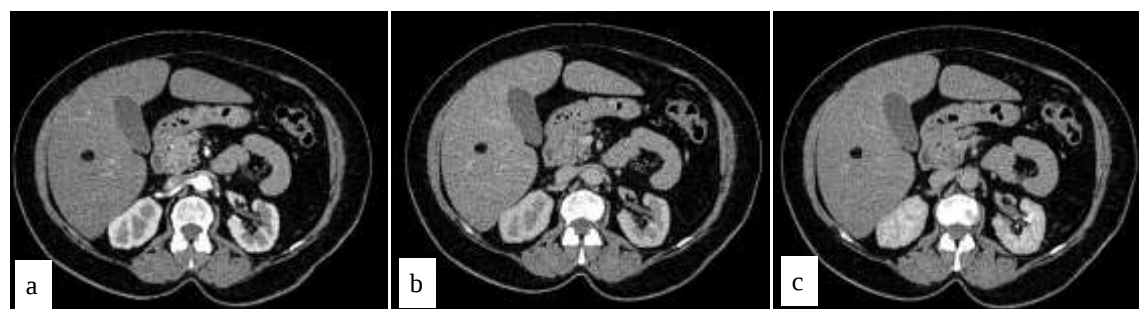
TDM hépatique avec injection du PDC iodé en temps artériel (a), portal (b) et tardif (c). Absence de prise de contraste lésionnelle au différents temps après injection.
